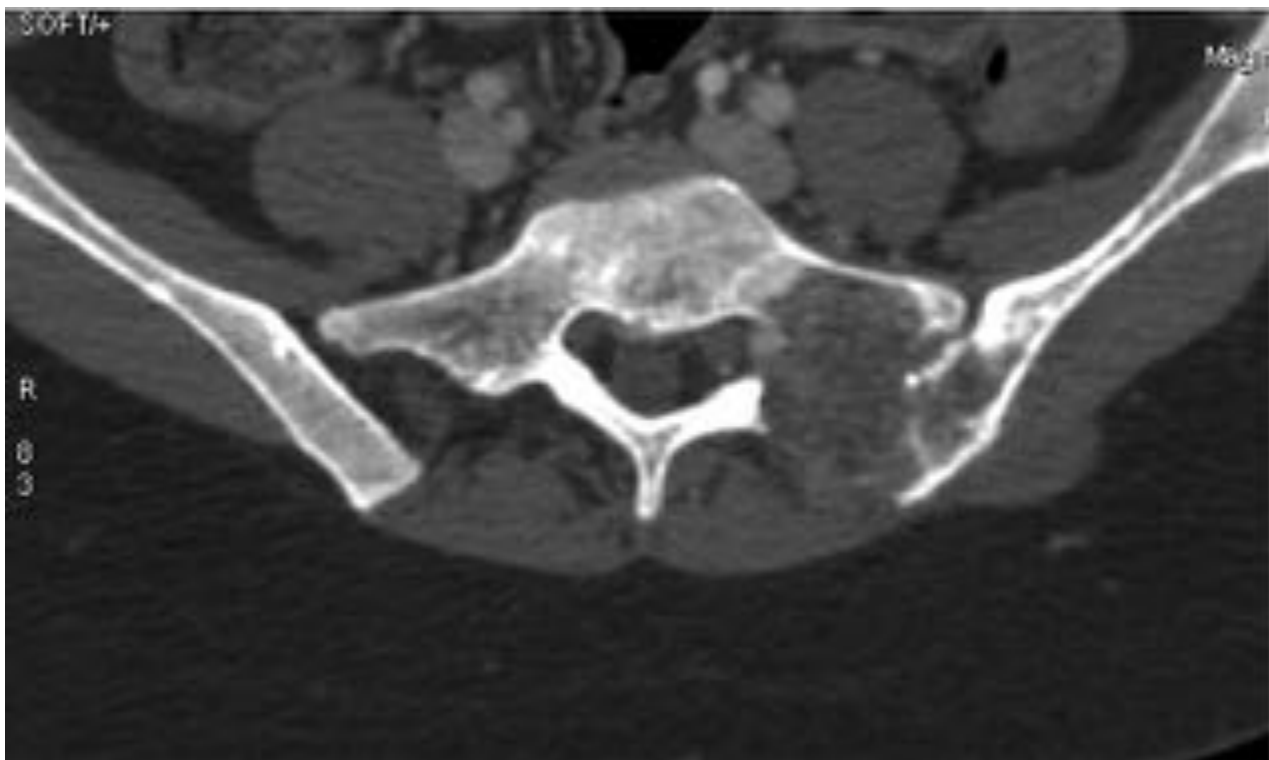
En este TC se identifica la lesión lítica localizada en ala sacra izquierda con componente de partes blandas. Provoca destrucción del margen cortical posterior, con pequeño componente de partes blandas, y se extiende a la región paraarticular del hueso íliaco izquierdo. No se identifica clara matriz calcificada intratumoral.
